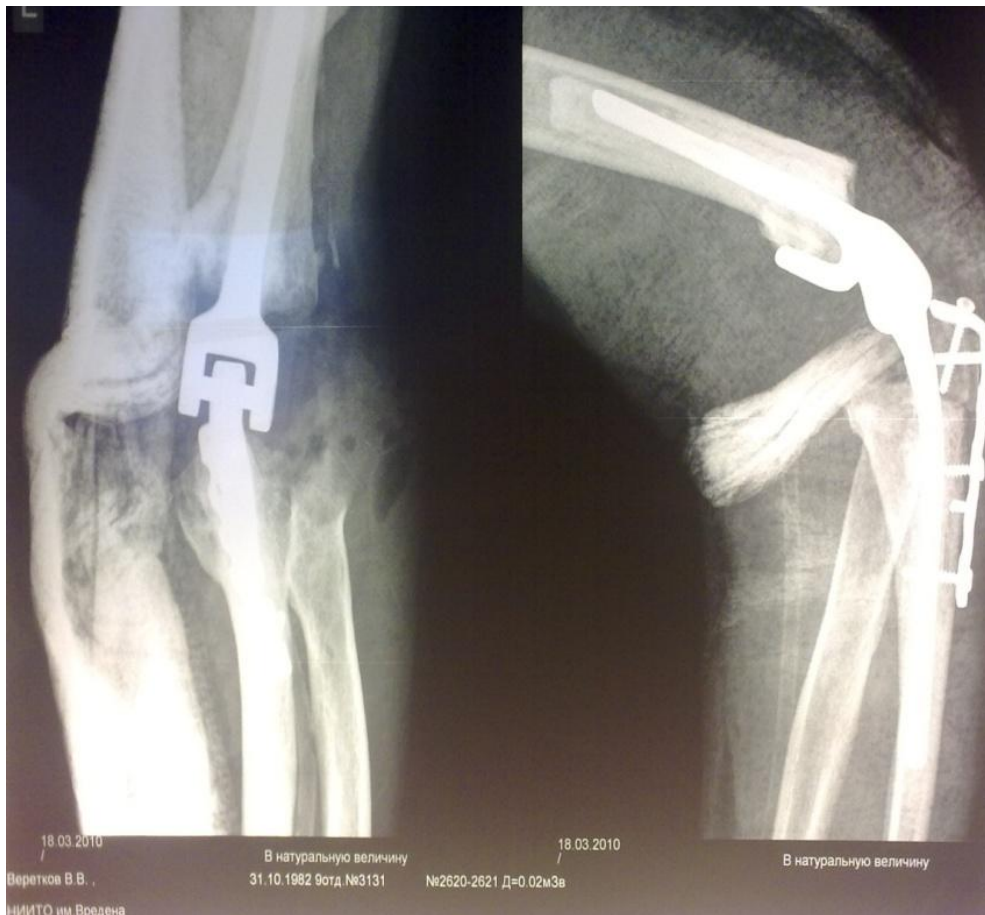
Послеоперационные рентгенограммы, компоненты эндопротеза в правильном положении
